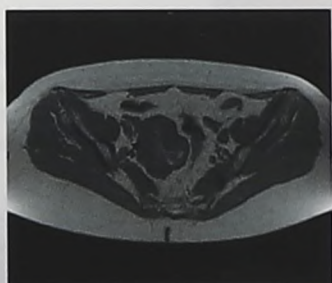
МРТ-картина GIST
